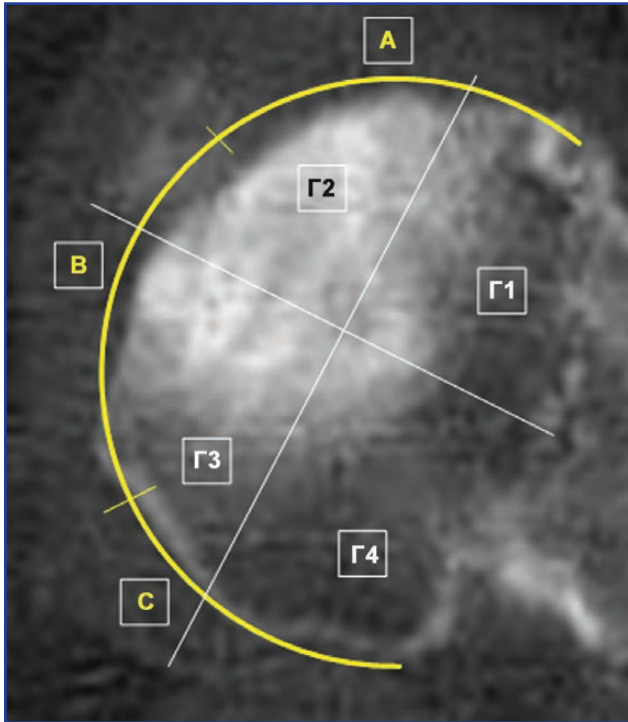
Зони КТ-зрізу тибіального плато перед операцією ендопротезування
